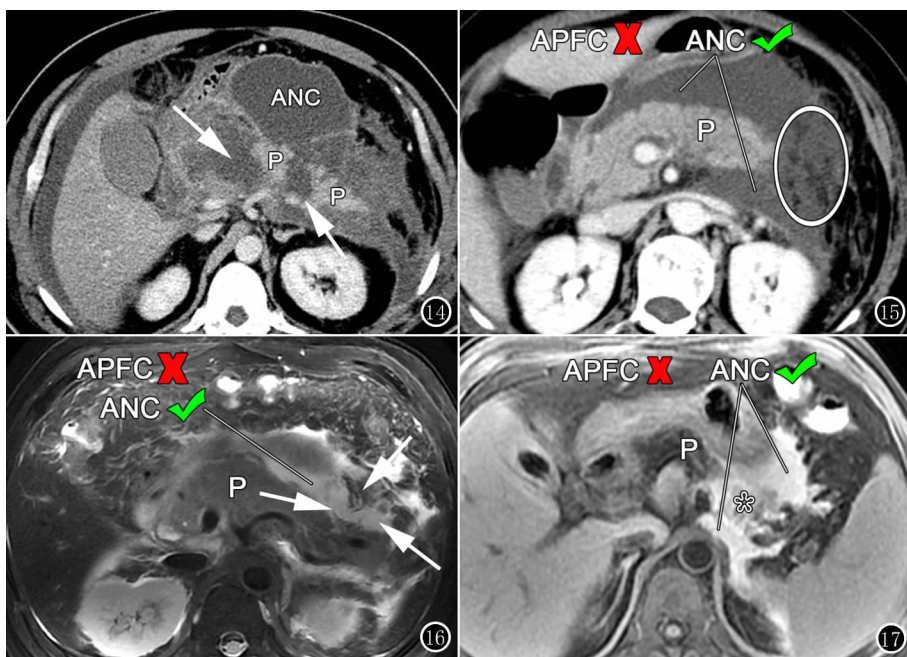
男, 60 岁, 腹胀、腹痛 2d, 伴呼吸困难 1d 入院。入院第 16 天, 轴面 CT 增强静脉期示网膜囊急性坏死性积聚(ANC)向胰腺实质内大面积延伸, 致胰腺“离断”征象(箭)。该患者后经手术证实主胰管破裂中断。P: 胰腺。图 15 女, 58 岁, 急性胰腺炎发病 3d 后。轴面 CT 增强静脉期示胰腺实质强化可、未见确切坏死; 网膜囊和左侧肾旁前间隙液体积聚易误报为 APFC。仔细观察发现积液并非均质性, 而包含多发、斑片状脂肪密度影(圆圈内), 提示存在胰周脂肪碎片或坏死脂肪组织, 故应诊断为急性坏死性胰腺炎(仅胰周坏死型)伴急性坏死性积聚(ANC)。图 16 男, 40 岁, 急性胰腺炎发病 6d 后。轴面 FSE 压脂 T_2 WI 胰腺未见确切坏死征象, 同样易将周围积液误报为 APFC; 压脂 T_2 WI 仔细观察发现左侧肾旁前间隙和胰周存在条絮状、斑片状低信号影(箭), 应诊断为急性坏死性胰腺炎(仅胰周坏死型)伴急性坏死性积聚(ANC)。图 17 男, 47 岁, 腹痛 5d。轴面 GRE 压脂 T_1 WI 示胰腺体尾部坏死出血(*), 提示坏死性胰腺炎。尽管网膜囊和左侧肾旁前间隙液体积聚信号均匀、未见坏死碎片影, 仍需诊断为急性坏死性胰腺炎伴 ANC。
